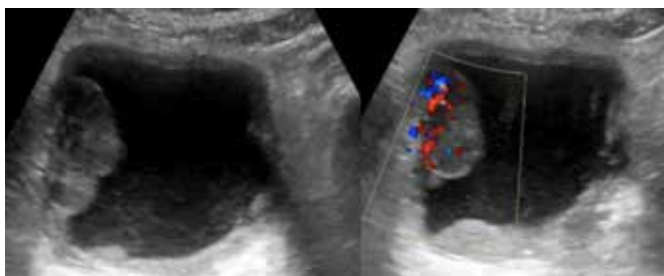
(a) Grande massa ecogênica bem definida (4,0x2,0x3,7cm) na parede lateral direita da bexiga. (b) A ultrassonografia com Doppler colorido detectou a presença de vascularização nessa massa. Foi confirmado o carcinoma urotelial.³
